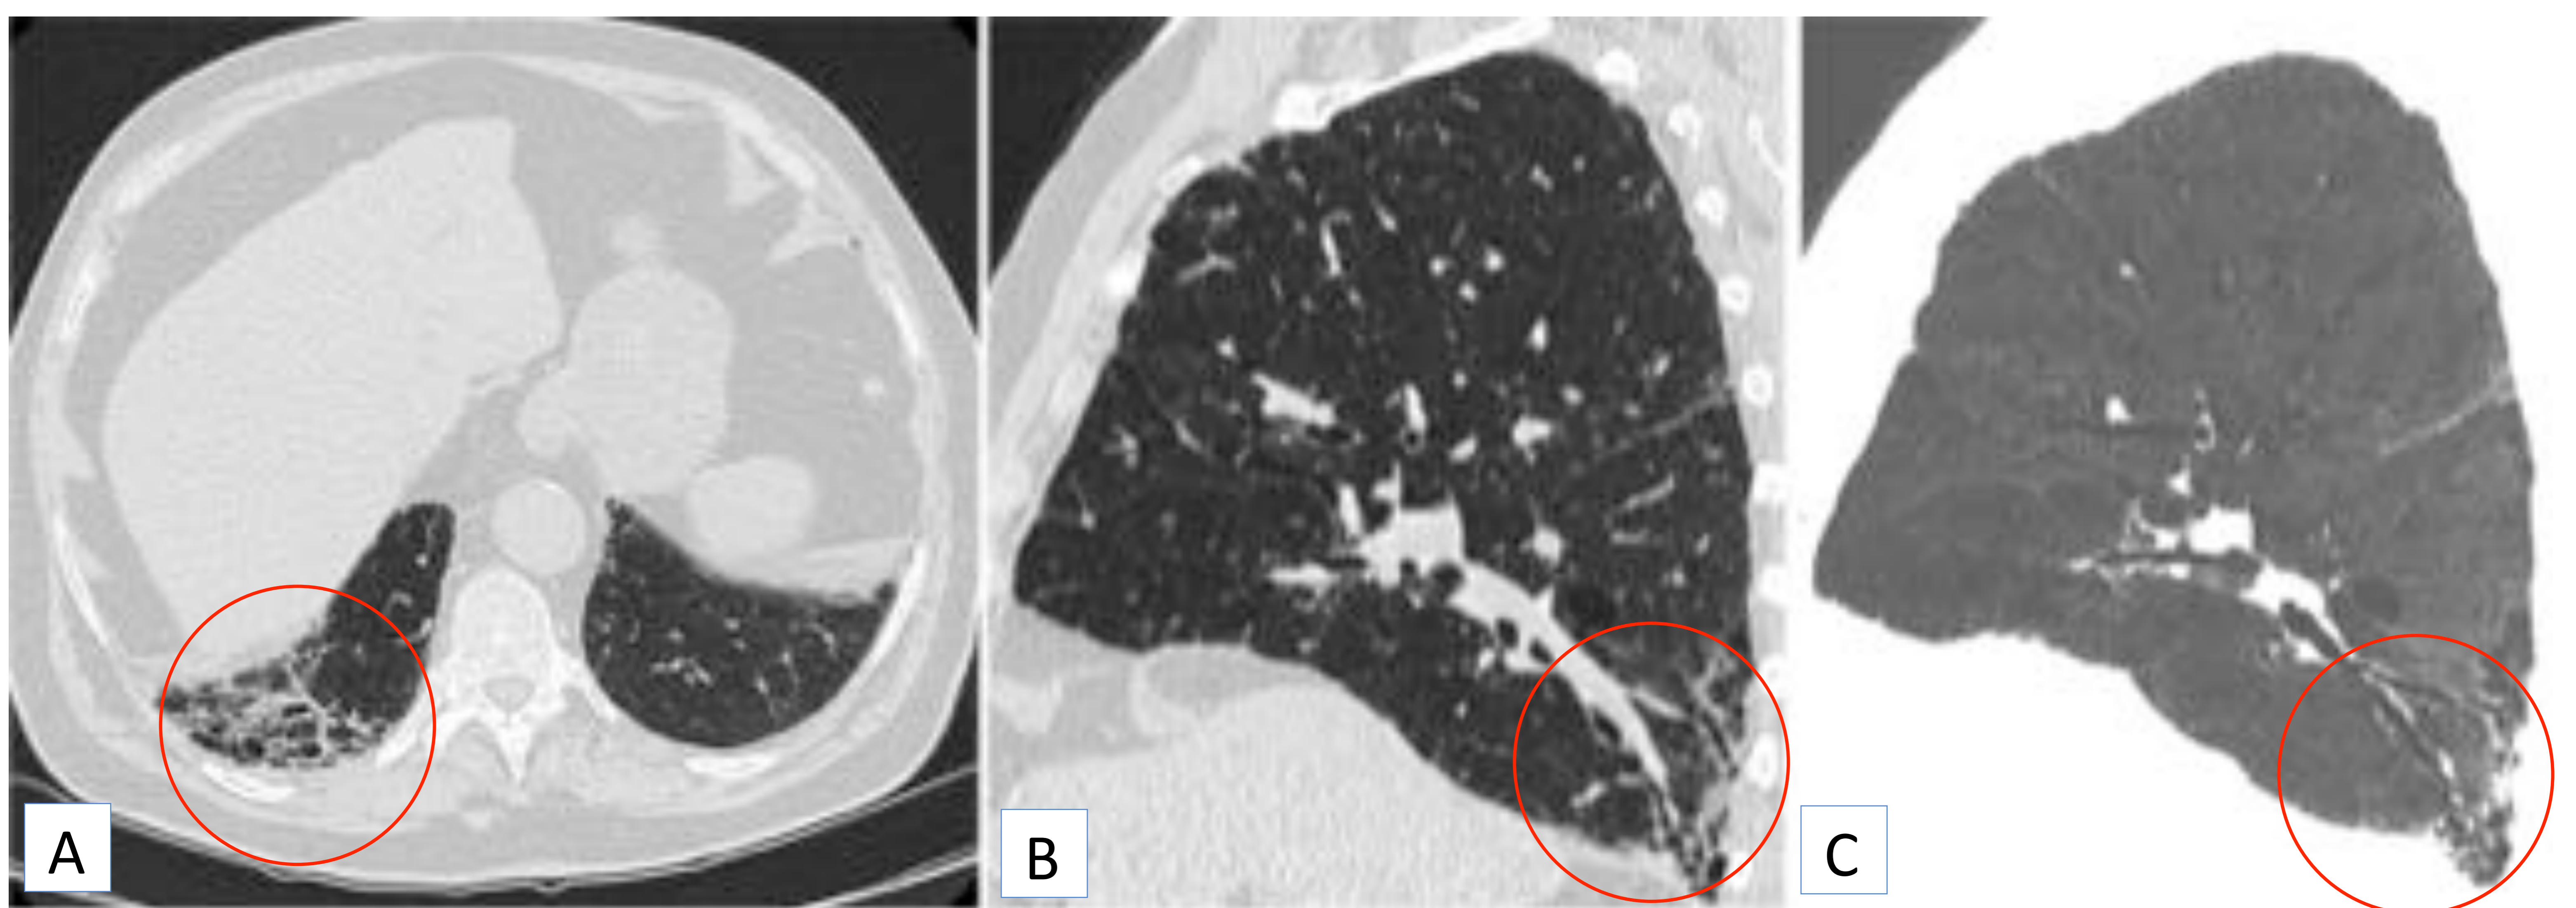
Imágenes de TC de tórax en plano axial (A), sagital (B) y sagital MinIP (C), donde se identifican bronquiectasias por tracción (círculo rojo). Las reconstrucciones MPR en plano sagital y MinIP permiten valorar mejor la presencia de bronquiectasias y diferenciarlas del patrón en panal.
